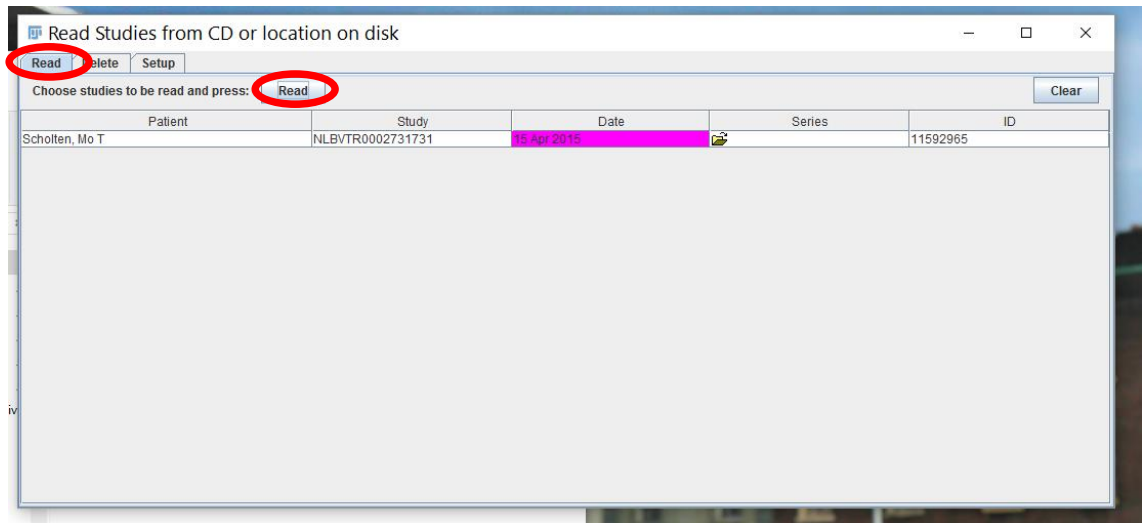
Como abrir una imagen PET/TAC (2)
